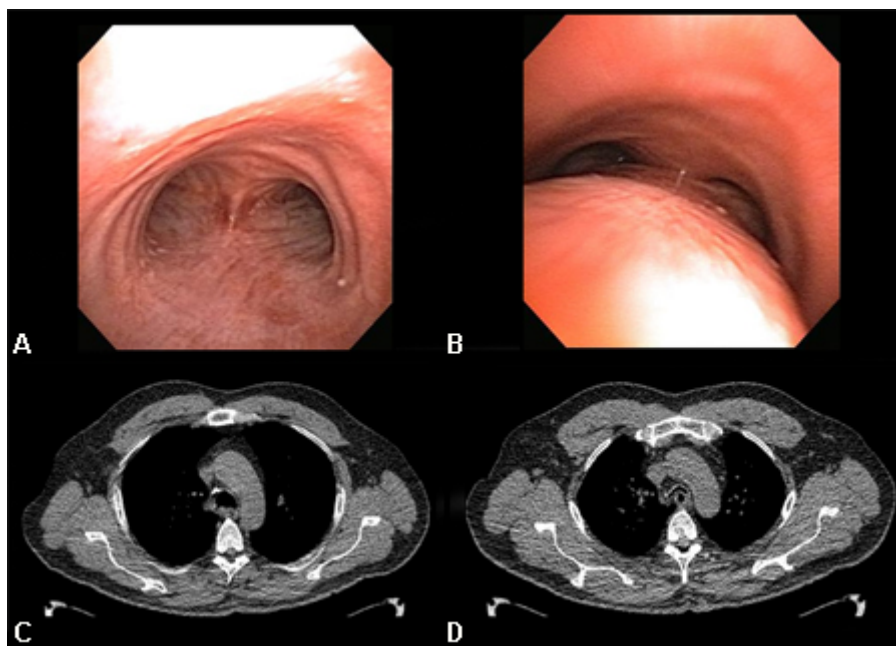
Colapso dinâmico das vias aéreas: A. vista broncoscópica na inspiração; B. vista broncoscópica na expiração mostrando colapso dinâmico das vias aéreas; C. tomografia computadorizada (TC) do tórax mostrando vias aéreas normais na inspiração; D. TC do tórax mostrando colapso significativo das vias aéreas na expiração
